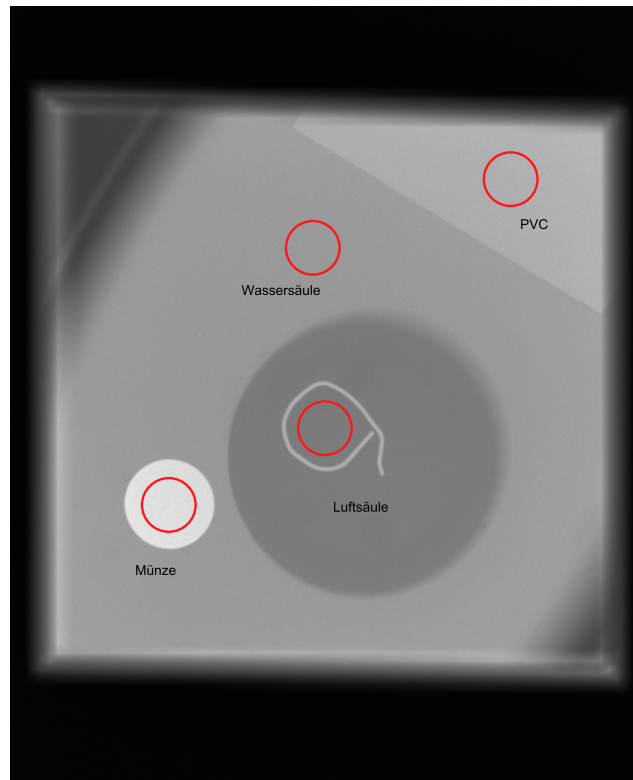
Ausschnitt vom Röntgenbild: Dummy mit Objekten
